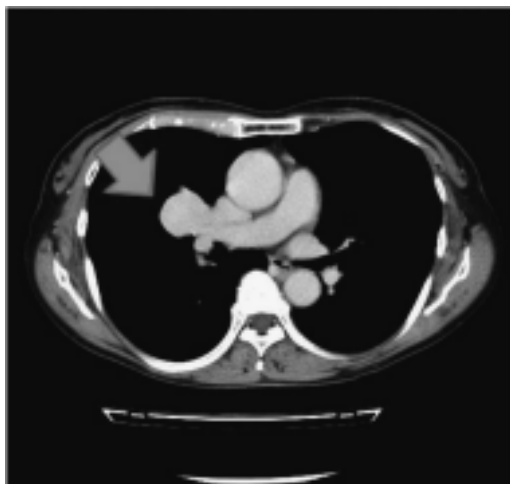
造影 CT では、腫瘍は血管と同程度に造影された。
